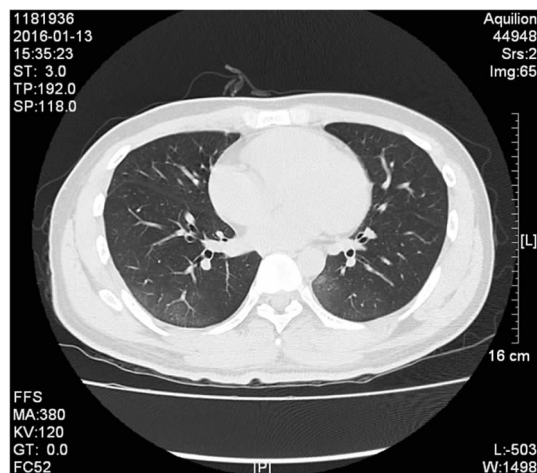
一例负压性肺水肿患者在治疗后的肺部 CT 检查结果
